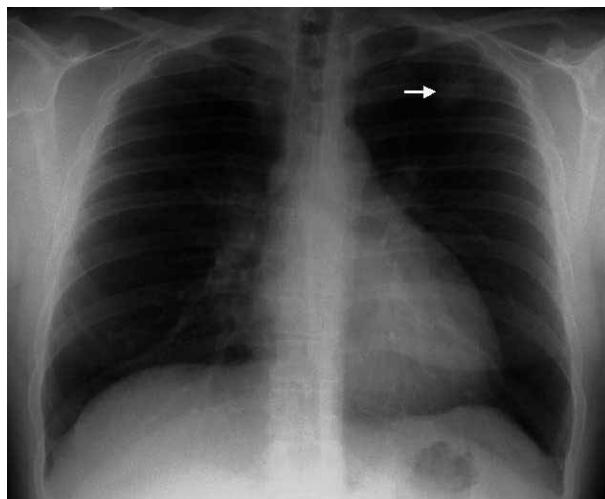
TAC mostrando nódulo pulmonar solitario en lóbulo superior izquierdo (flecha).
